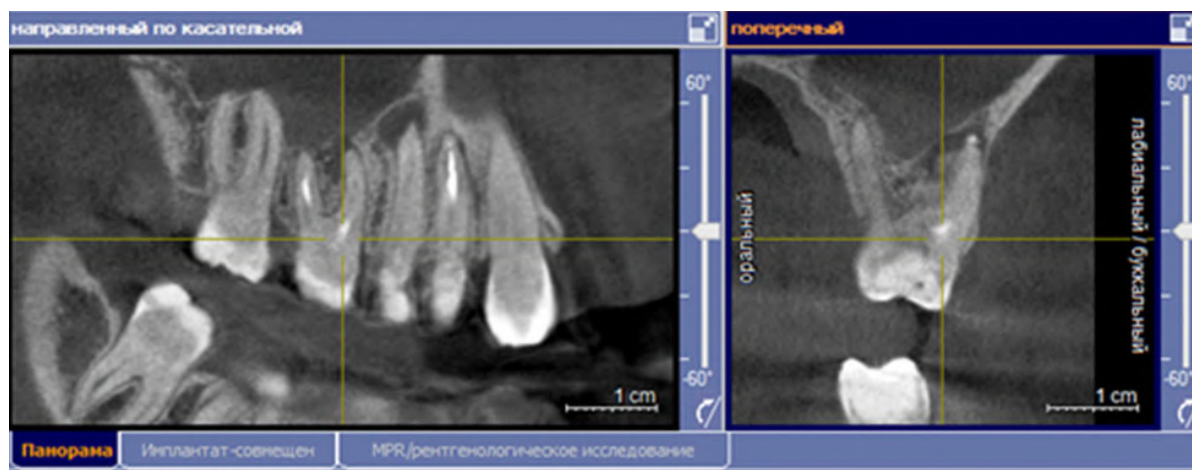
Рентгенологическая картина зуба 1.6 после эндодонтического лечения с использованием пасты «Биопласт-Дент» и материала «Рутсил» через 12 месяцев.
